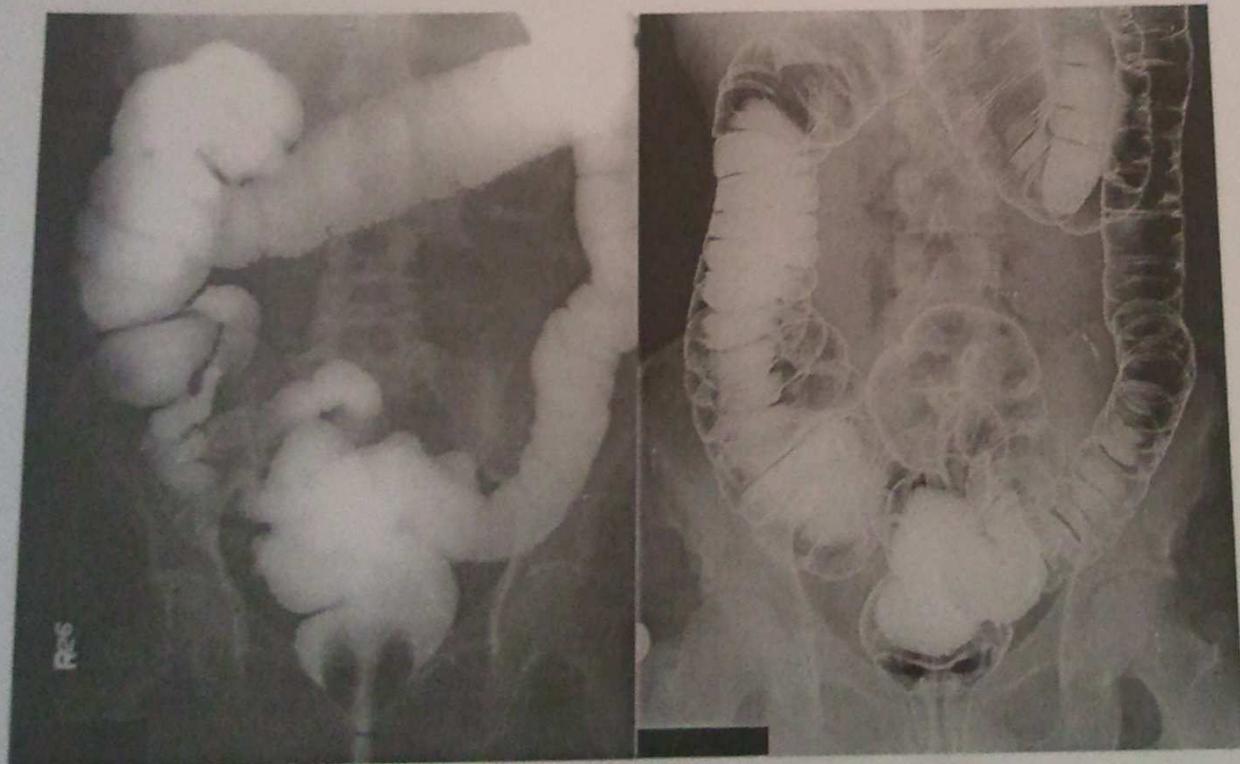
Рентгенограммы контрастированной толстой кишки в норме при тугом заполнении (слева) и двойном контрастировании (справа)
